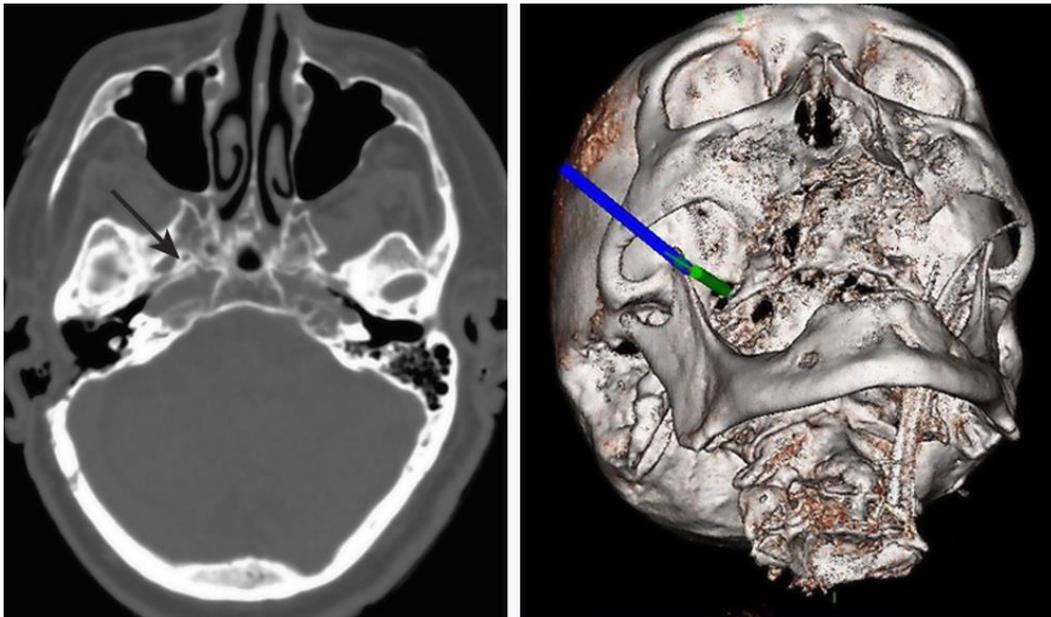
注意图中黑色箭头尖端所指的右侧卵圆孔内侧存在一骨脊（左图）；该骨脊会使穿刺针难以通过骨孔；术中 CT 导航下放置穿刺针（右图）。
